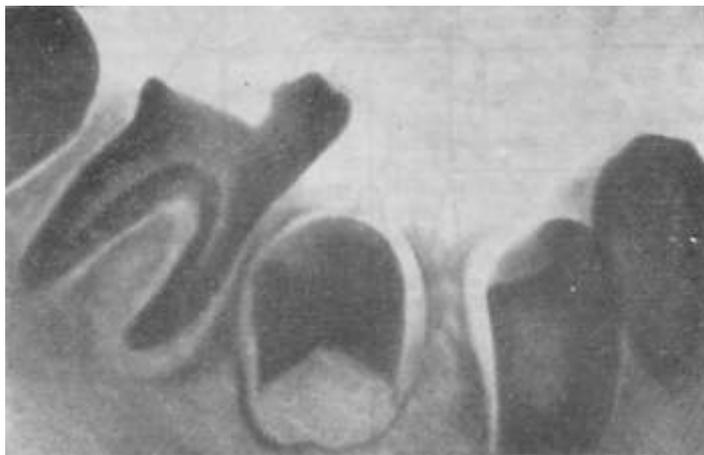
Рентгенограмма бокового отдела нижней челюсти слева больного 6 лет. Отсутствует $\overline{1V}$ зуб; коронка $\overline{16}$ зуба наклонена мезиально и перекрывает на 1/5 коронку $\overline{5}$ зуба, занимающего внутрикостное положение; плоскостной контакт между фолликулами $\overline{5}$ и $\overline{4}$ зубов.
